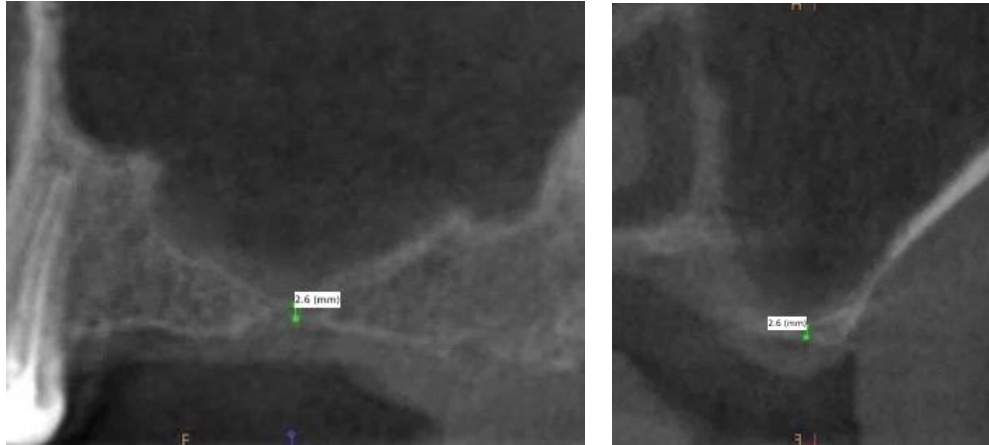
Фрагмент конусно-лучевой компьютерной томограммы пациентки Л. до начала лечения, MPR и кросс-секция
